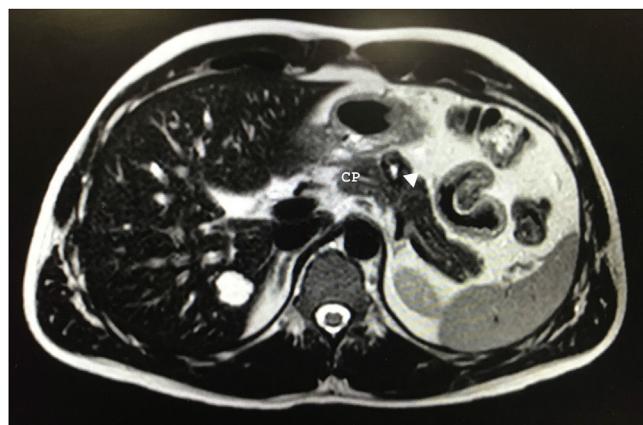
Resonancia magnética que muestra una lesión de 20 mm bien delimitada hiperintensa en T2 en el cuerpo pancreático (flecha blanca) y su relación con el conducto pancreático (CP).
